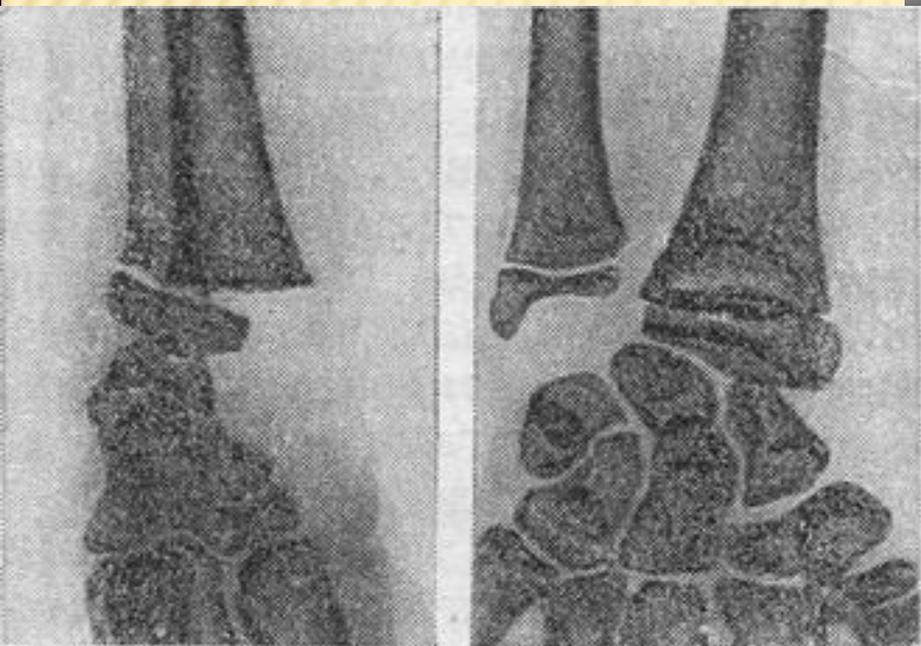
Примерные сроки выявления ядер окостенения у детей при рентгенологическом обследовании.
